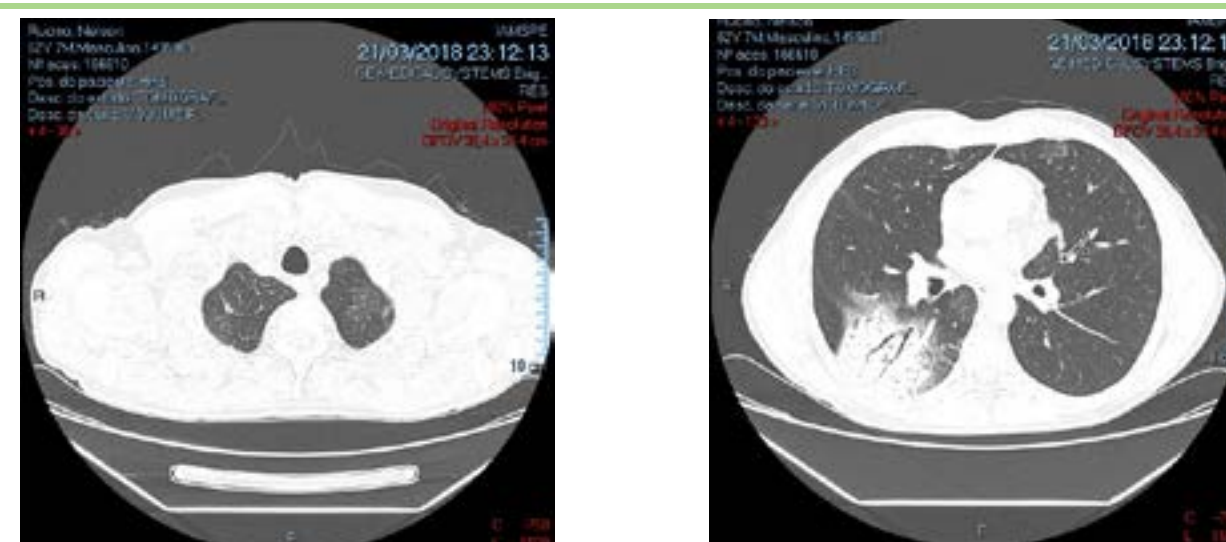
Tomografia computadorizada de tórax de 21/03/2018. Fonte: HSPE
